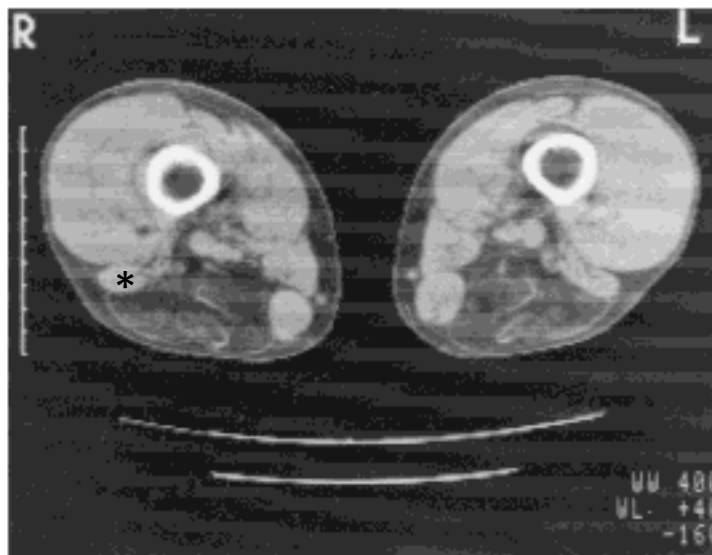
TC de paciente con EP, corte a nivel de ambos muslos. Se puede observar la infiltración grasa a nivel de los músculos Semimembranoso, Semitendinoso y Cabeza Larga de Bíceps femoral, con respecto de la Cabeza Corta de Bíceps femoral (*) (117).
